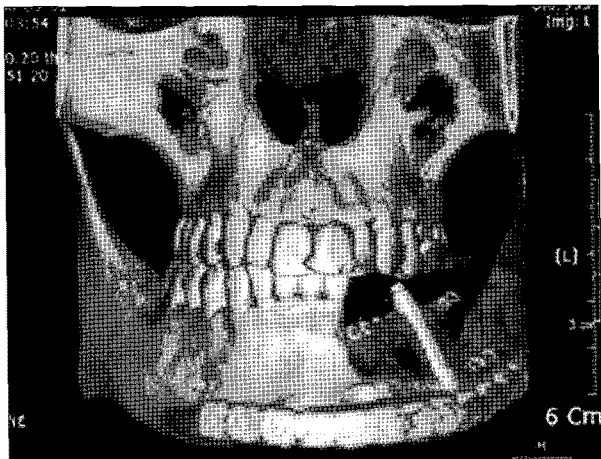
Postoperative 5 month 3D CT view after distraction osteogenesis.
